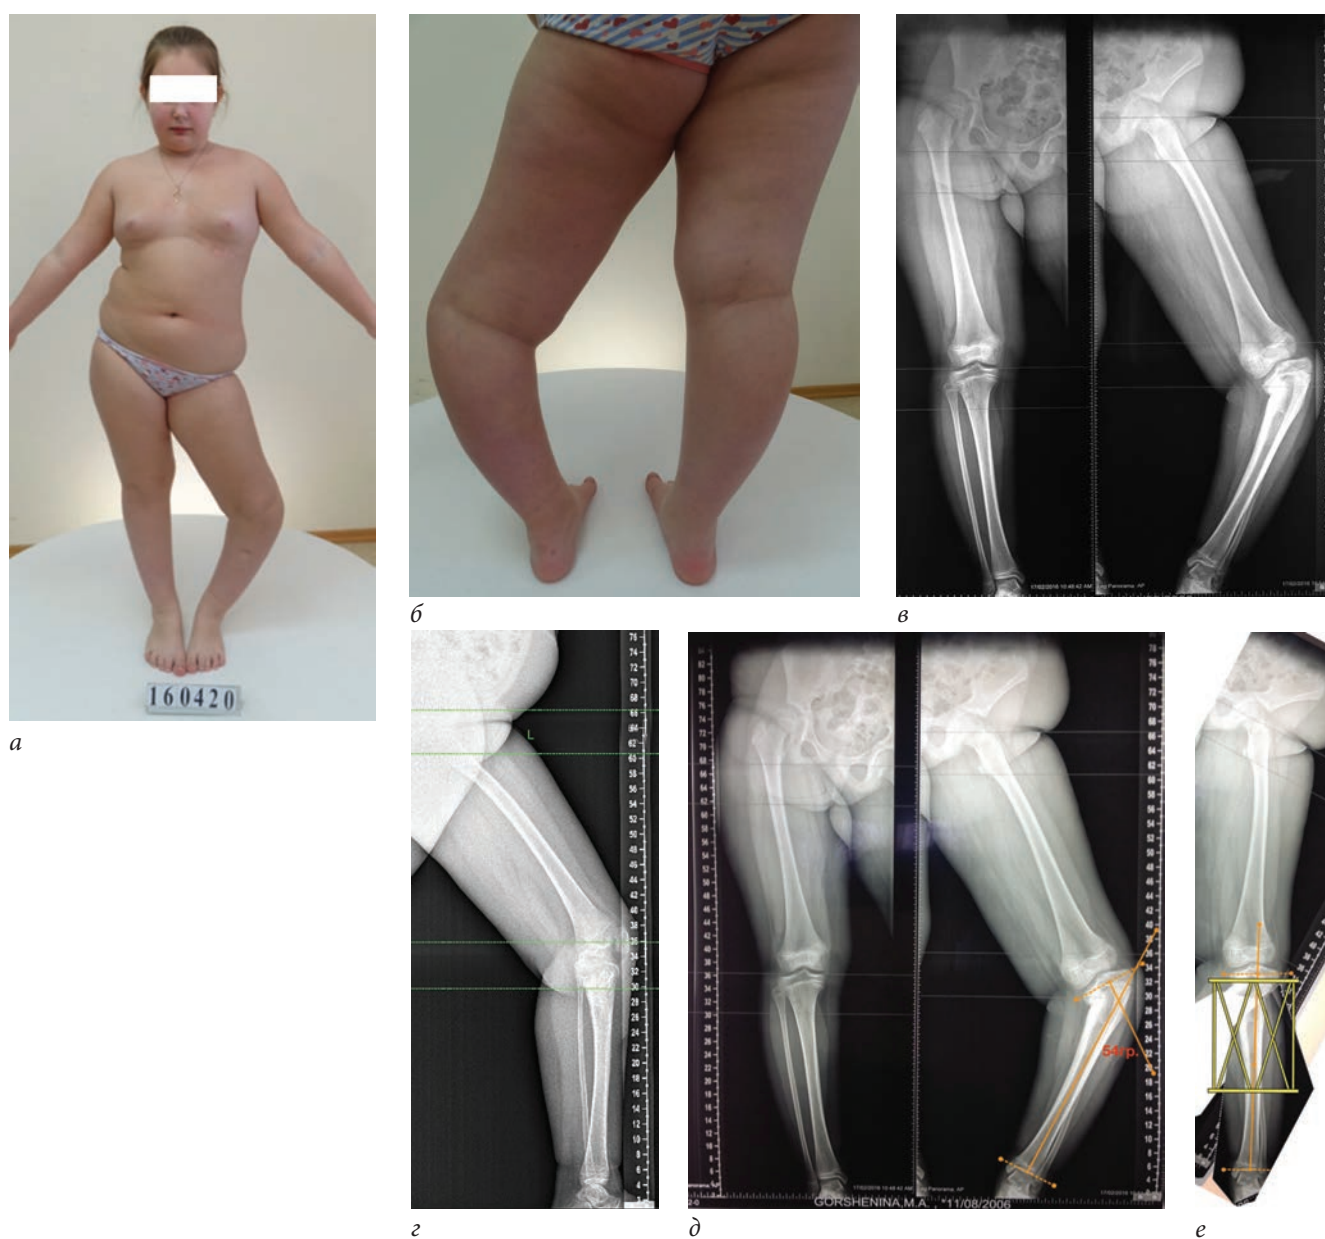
Пациентка Г. до лечения: а, б — внешний вид, в, г — телерентгенограммы нижних конечностей, д — на рентгенограмме проведены механические оси проксимального и дистального костных фрагментов, найдены вершина и угол деформации, е — в программе BoneNinja выполнена «имитирующая» остеотомия скиаграммы на уровне вершины, деформация устранена, имитирована установка гексапода
